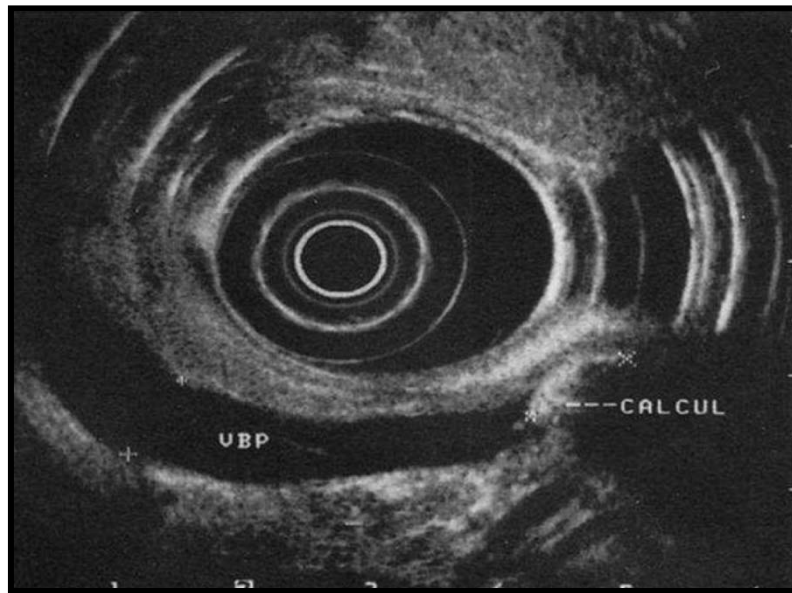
Image échographique montrant un arc hyperéchogène avec cône d'ombre postérieur dans la VBP. (125)
